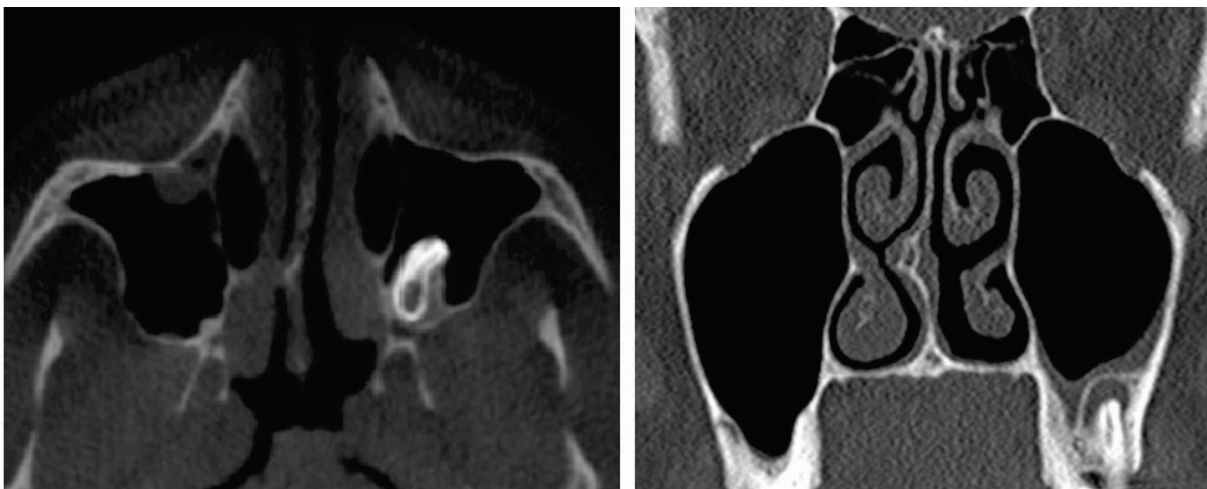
Результати комп'ютерно-томографічного дослідження верхніх дихальних шляхів при двосторонньому порушенні носового дихання: а – аксіальний томографічний зріз, б – мультипланарна реконструкція у фронтальній проекції
